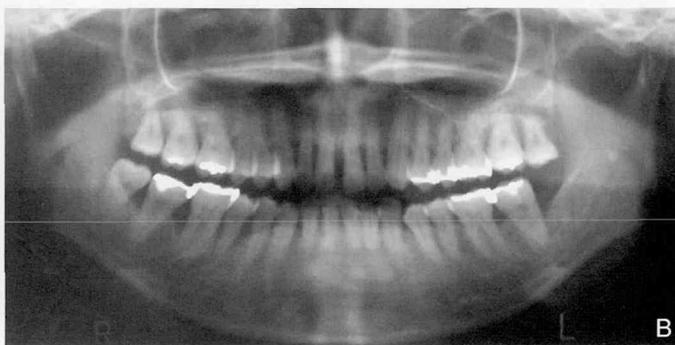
初診時、2003年3月（A）とパノラマX線写真（B）
